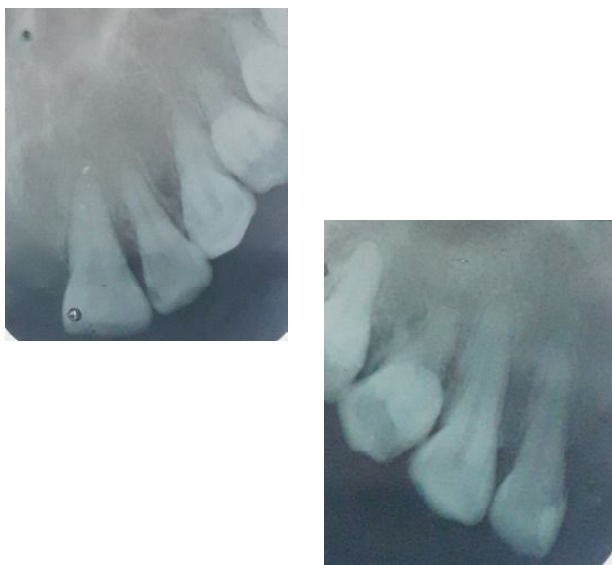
Radiografias periapicais das unidades superiores.
